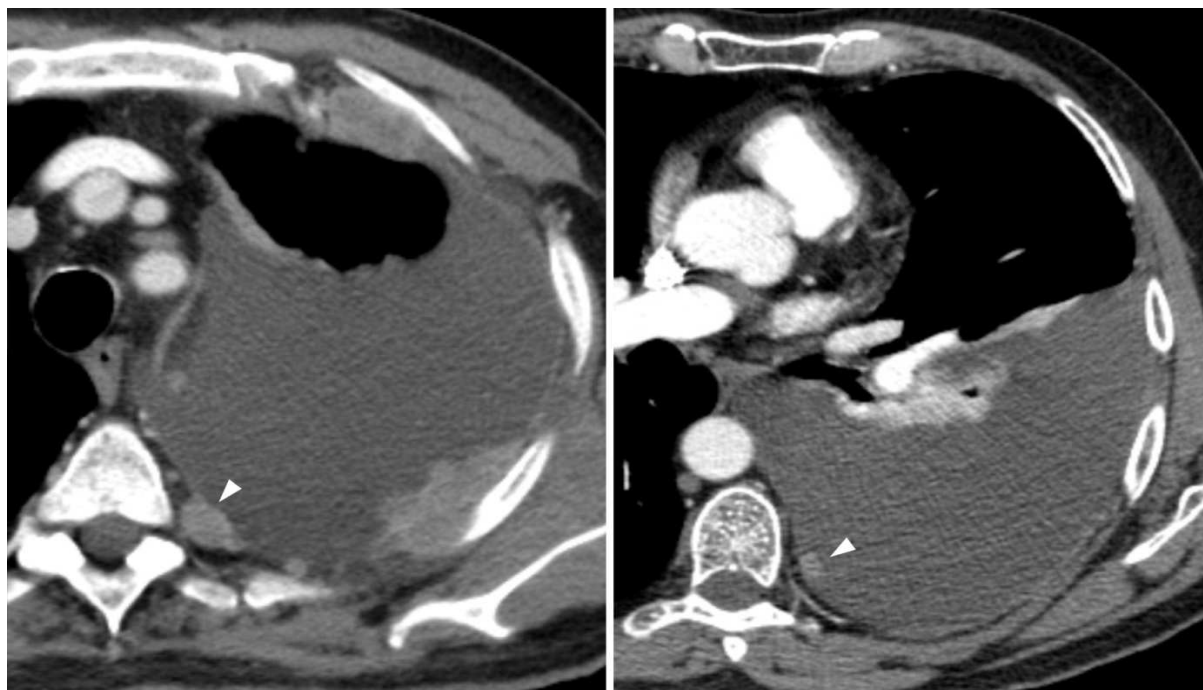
TC axial de tórax con engrosamientos nodulares secundarios a metástasis de neoplasia de mama (puntas de flecha).
